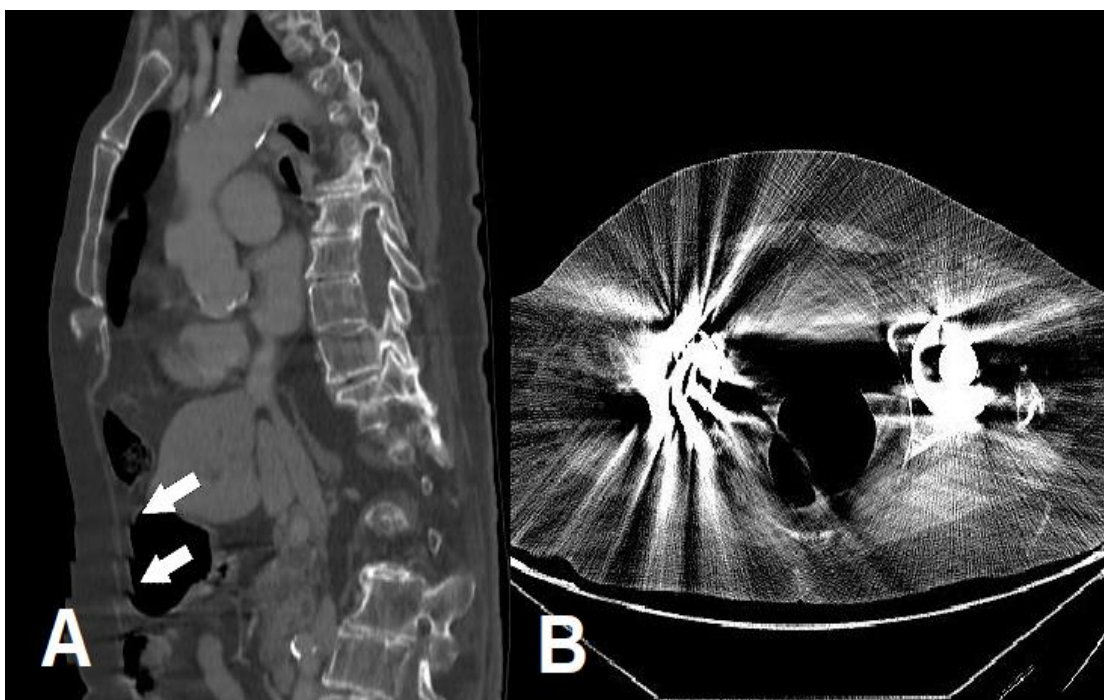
Imagens de artefatos de tomografia computadorizada, em A há a reconstrução sagital de uma tomografia computadorizada de tórax apresentando artefatos de respiração (setas), mais evidentes na parede torácica anterior, a qual se movimenta mais durante o movimento ventilatório. Em B identificam-se proeminentes artefatos em estria em decorrência de próteses coxofemorais, que limitam a avaliação das estruturas pélvicas.
